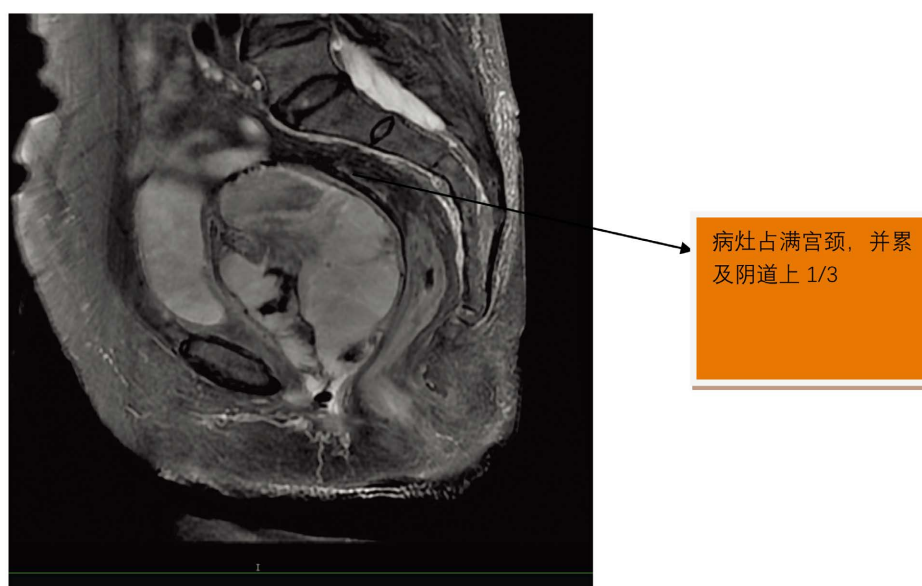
Pelvic MRI enhanced immediately after plain scan
